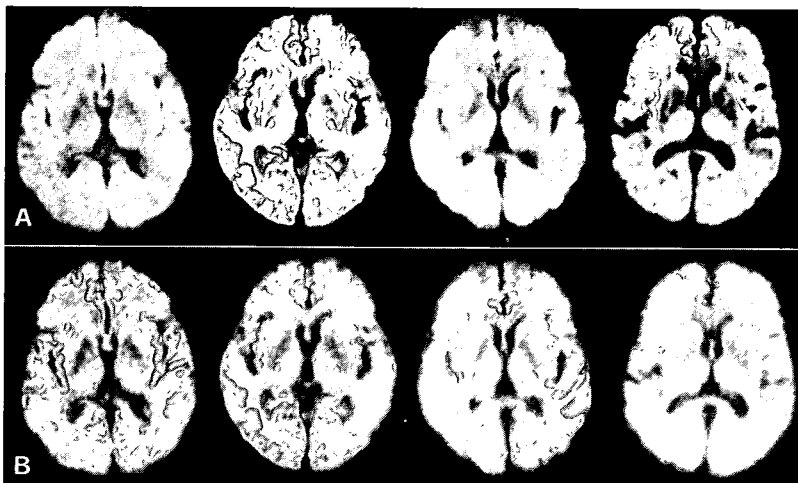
DWI 表示条件の ASIST-Japan 法による標準化の効果
